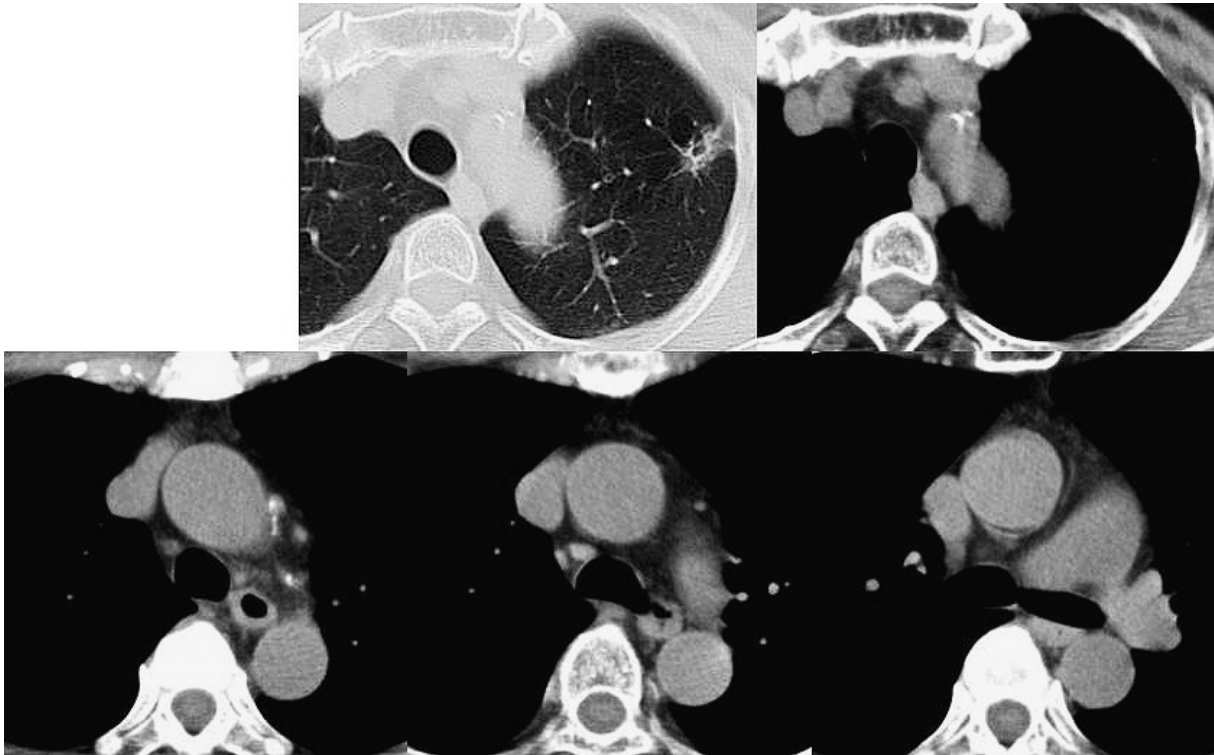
Chest computed tomography performed at the time of surgery. The primary tumor had progressed; however, the lymph nodes remained stable.
